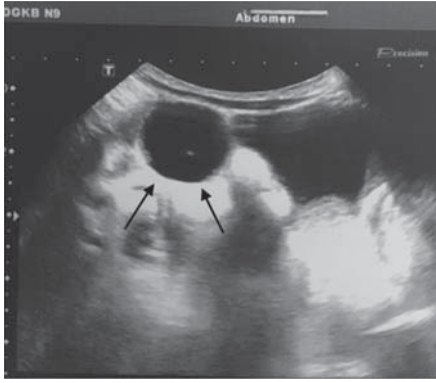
Объемное образование в проекции малого таза, выявленное при УЗИ.
